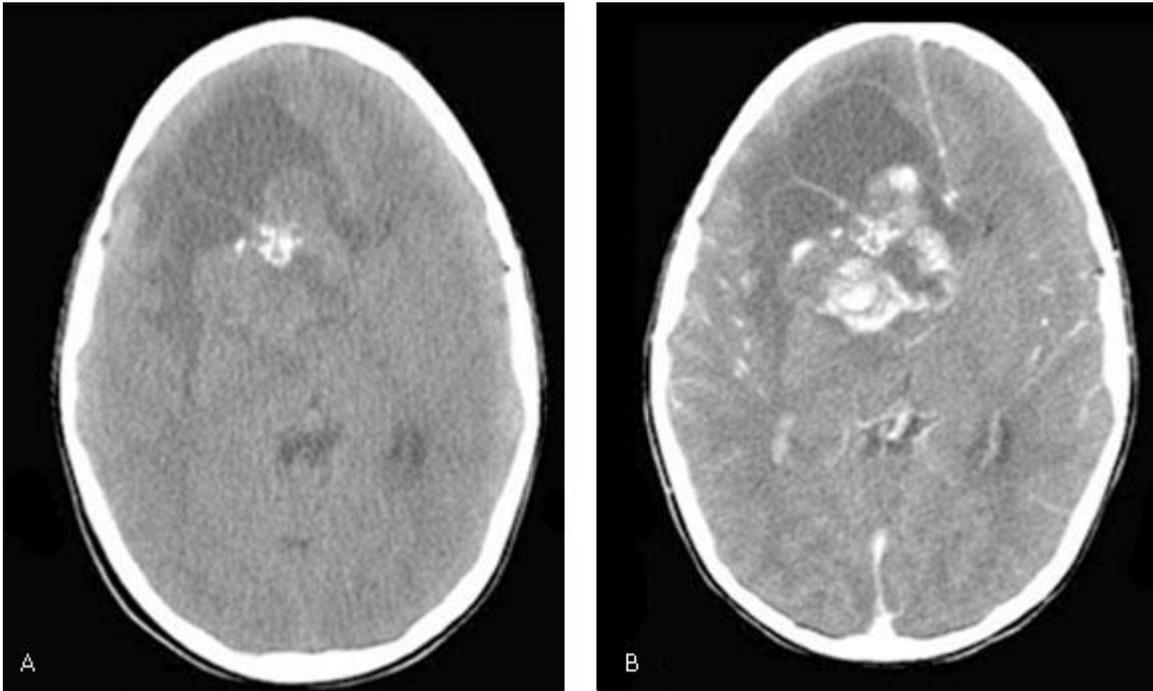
Tomografía computarizada de cráneo. A) TC simple. Se observa una lesión hipodensa frontoparietal de contornos irregulares. B) TC contrastada que muestra realce heterogéneo, nodular central tras la administración de contraste intravenoso.
